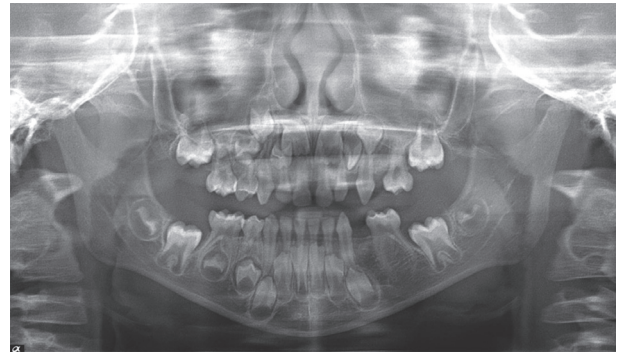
Panoramic radiograph : multiple primary and permanent teeth were absent.
